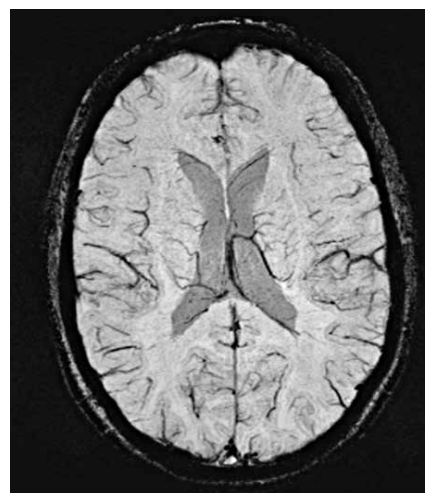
Магнитно-резонансная томография головного мозга в режиме SWI, аксиальная проекция. Норма. Визуализируются множественные вены в виде гипointенсивных изогнутых линий, затылочная порция верхнего сагиттального синуса головного мозга. Желудочки головного мозга дают умеренно гипointенсивный сигнал
